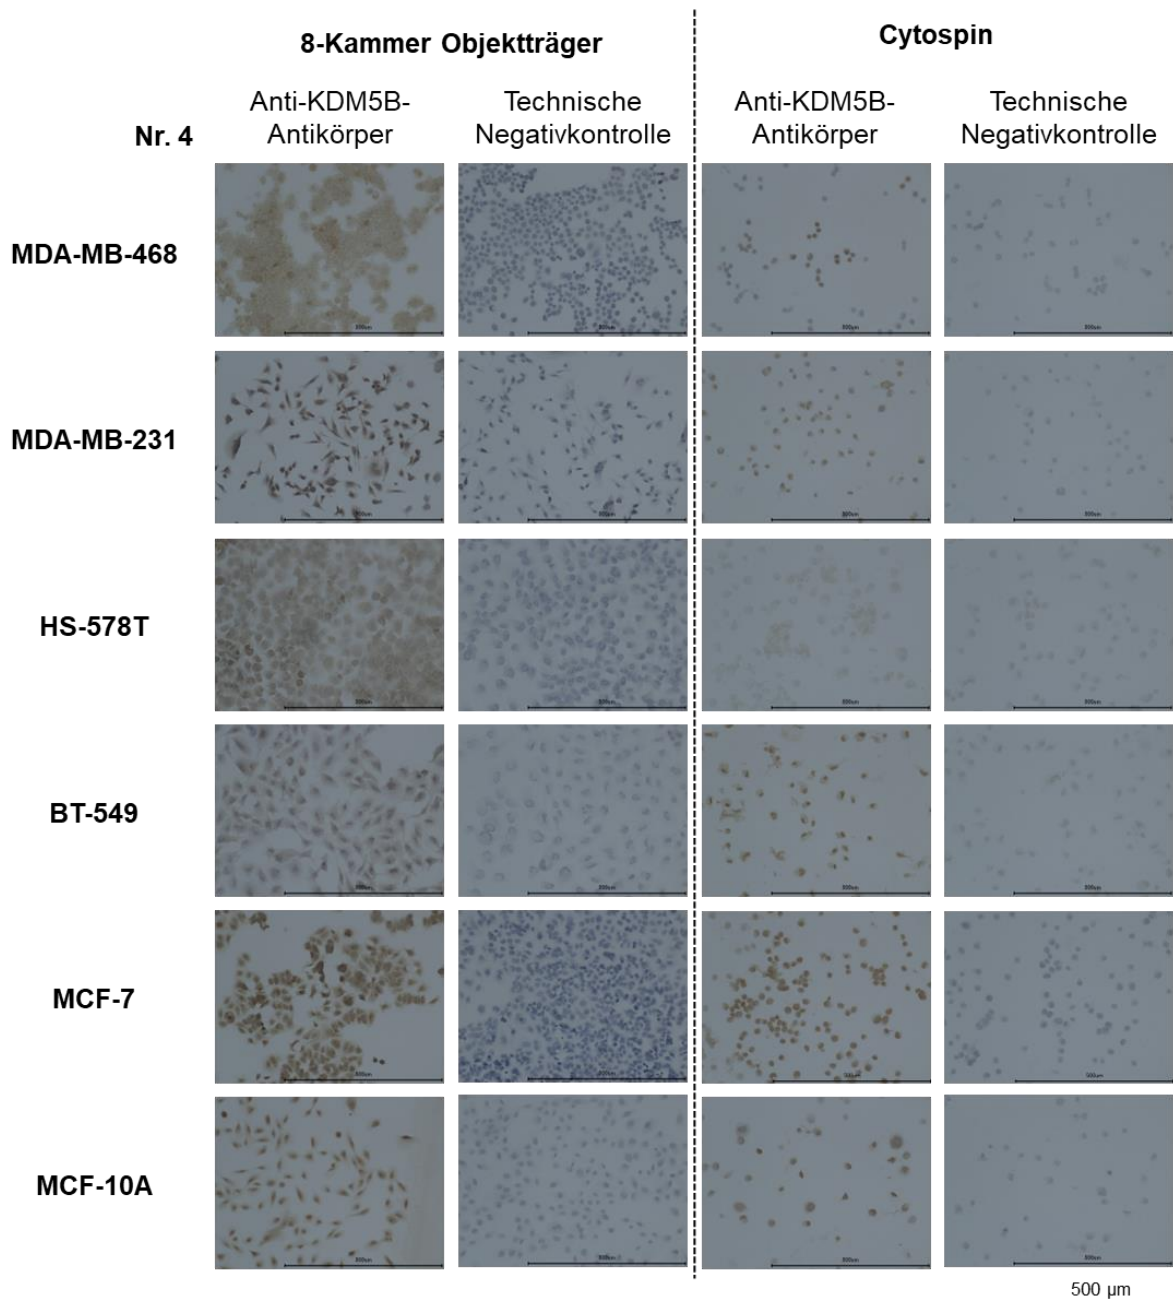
Vierter Versuchsdurchlauf immuncytochemischer Färbungen mit einem Anti-KDM5B-Primärantikörper sowie der zugehörigen technischen Negativkontrolle. Gefärbt wurden Zellen der Zelllinien MDA-MB-468, MDA-MB-231, HS-578T, BT-549, MCF-7 und MCF-10A, welche zuvor auf einem 8-Kammer-Objektträger kultiviert oder mittels Cytospin auf einen Objektträger aufgebracht wurden. Die Maßstabsbalken entsprechen einer Länge von 500 µm.
